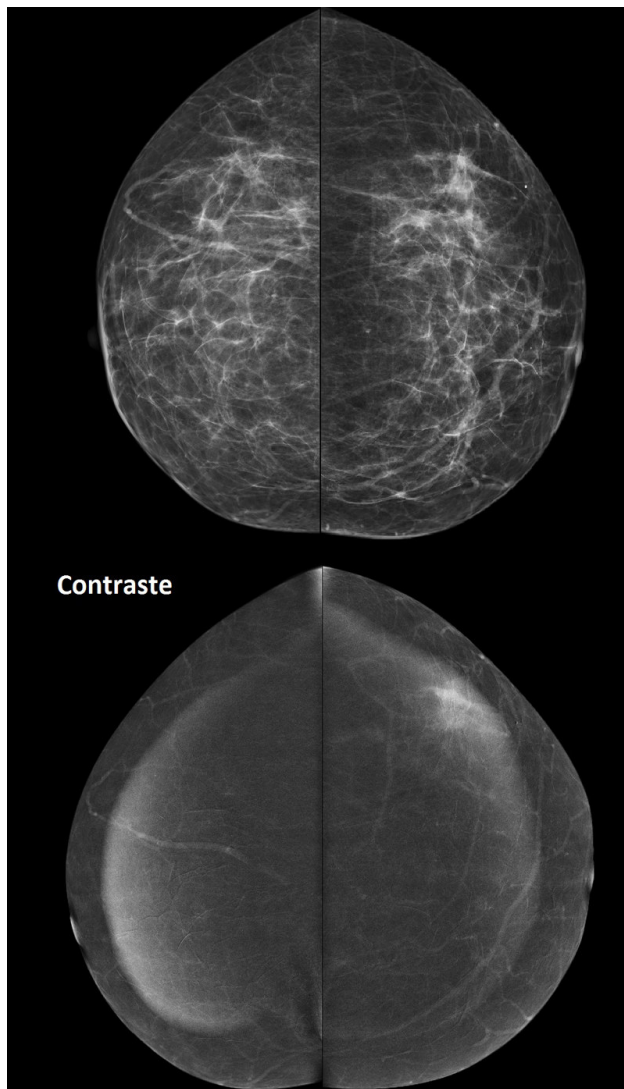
Lesão equívoca. Doente de 57 anos seguida na consulta de Senologia por desconforto mamário esquerdo. Incidência crânio-caudal bilateral antes e após contraste. Assimetria de densidade no quadrante súpero-externo da mama esquerda, duvidosa na ecografia. A mamografia de contraste revelou captação de contraste irregular, não nodular. Anatomia patológica: Carcinoma invasivo NOS G1. (Serviço de Imagiologia – Hospital Distrital de Santarém)
